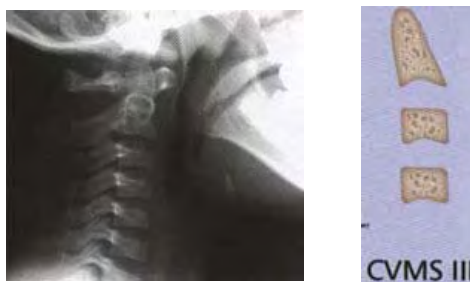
IMAGEN DEL ESTADIO III. ASPECTO
